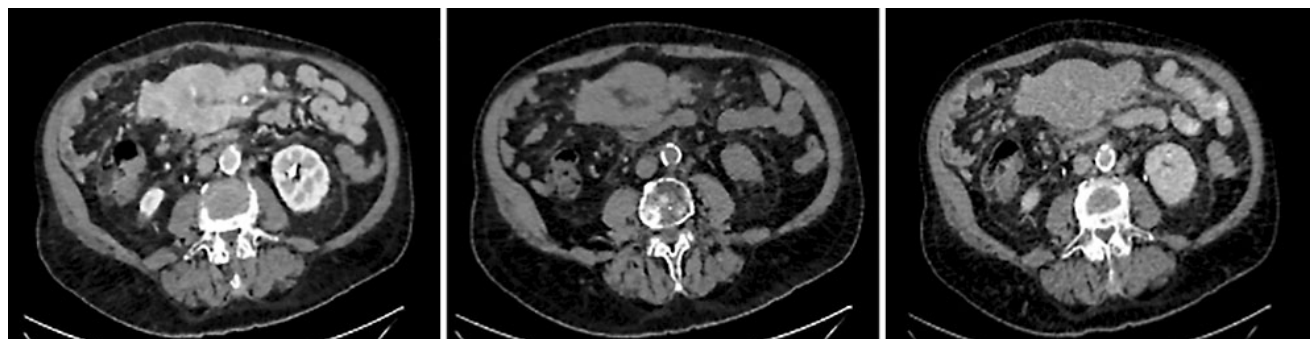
КТ органов брюшной полости от 17.01.2018
